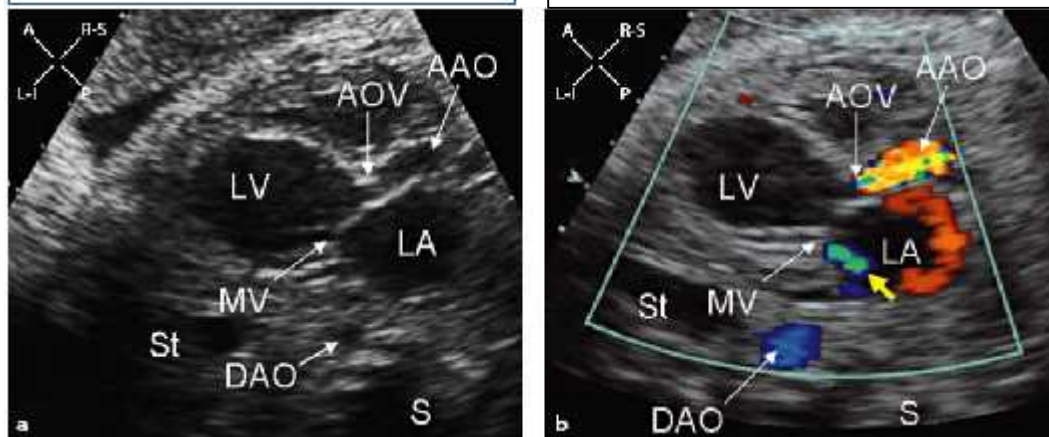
Mặt cắt trục dọc thất trái ở thai 36 tuần bị tứ chứng Fallot trên 2D (a) doppler màu (b) và sơ đồ tương ứng (c)
